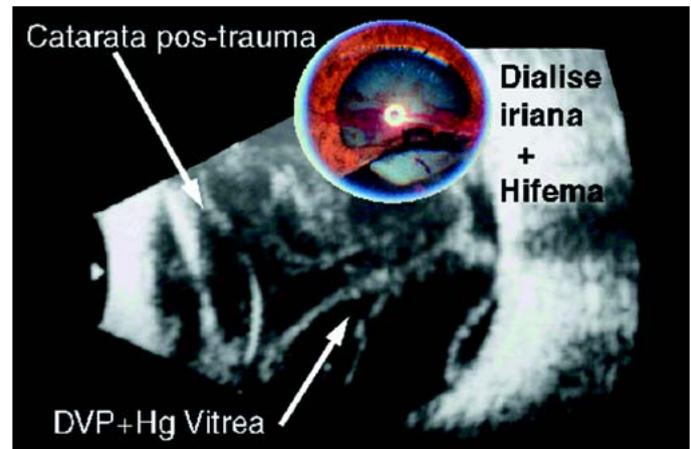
Imagem digital exemplifica os achados obtidos em um caso de catarata traumática em um paciente do sexo masculino, com 34 anos. Observe na imagem temporal superior do segmento anterior, a presença de diálise iriana e hifema associados à catarata. A ultrasonografia revelou a presença de núcleo hiperecogênico (compatível com a presença de catarata), descolamento do vítreo posterior (DVP) e hemorragia vítrea (Hg vítrea). Neste caso, a hemorragia impregnou o vítreo tornando seu contorno mais evidente devido a sua hiperecogenicidade
